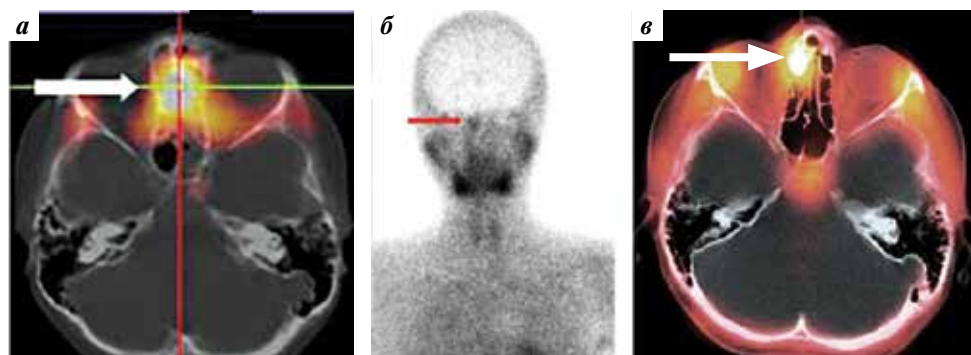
Радиоизотопные исследования пациентки, 14 лет, с диагнозом «эстезионеуробластома слева»: а — ОФЭКТ/КТ, аксиальный срез головы. Объемное образование решетчатого лабиринта с интенсивным накоплением радиофармацевтических препаратов (показано стрелкой). Состояние после 9 курсов полихимиотерапии, стартовое исследование; б — статическая сцинтиграмма в передней проекции. Стрелкой указана область с патологической аккумуляцией радиофармацевтических препаратов; в — дополнительное исследование в объеме ОФЭКТ/КТ головы. Выявлена активная патологическая ткань в клетках решетчатого лабиринта справа — 1-й рецидив. ОФЭКТ/КТ — однофотонная эмиссионная компьютерная томография с рентгеновской компьютерной томографией
